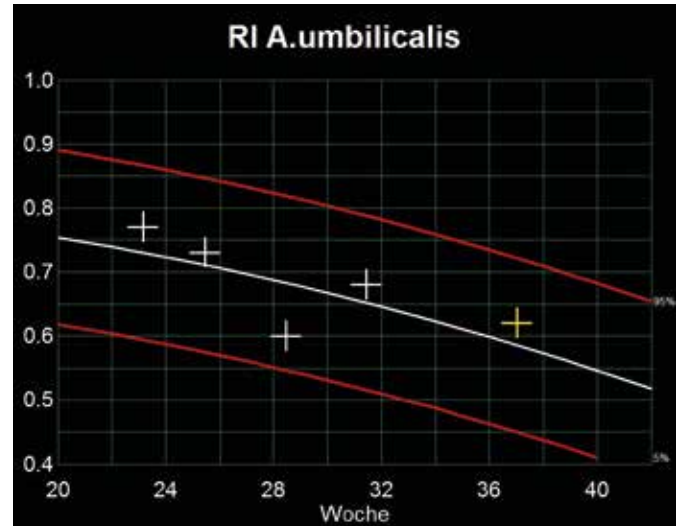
Fall 3. Arteria-umbilicalis-Doppler im Verlauf der Schwangerschaft
